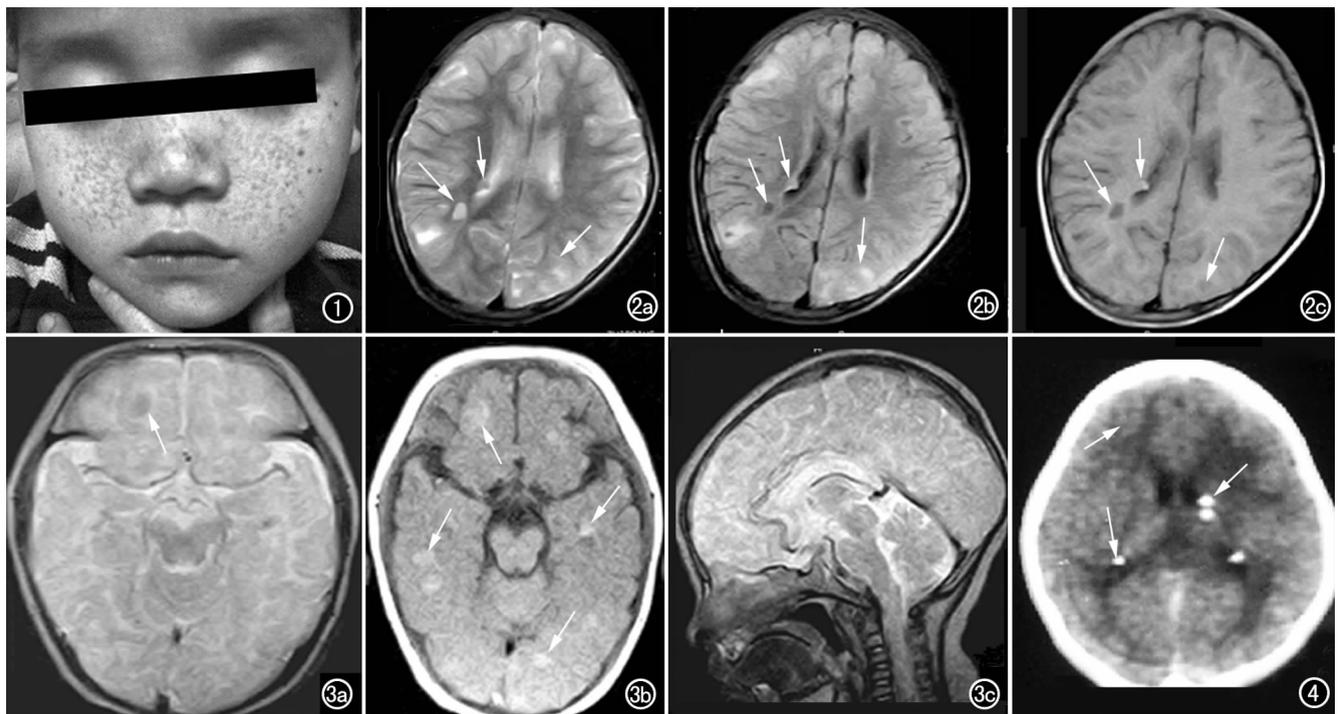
面部突起红色小丘疹,为皮脂腺瘤。图2 a) T<sub>2</sub>WI示双侧皮髓质内和右侧脑室后角结节状高信号(箭); b) 同层面压水序列像,结节部分为高信号(箭),部分为低信号(箭); c) T<sub>1</sub>WI示右侧脑室后角室管膜下结节呈高信号(箭),皮髓质内结节呈等或低信号(箭)。图3 a) T<sub>2</sub>WI示结节呈等信号; b) T<sub>1</sub>WI示结节呈高信号(箭); c) 正中矢状面示胼胝体较薄。图4 CT示结节呈高密度钙化灶(箭),右额叶病灶呈低密度(箭)。
